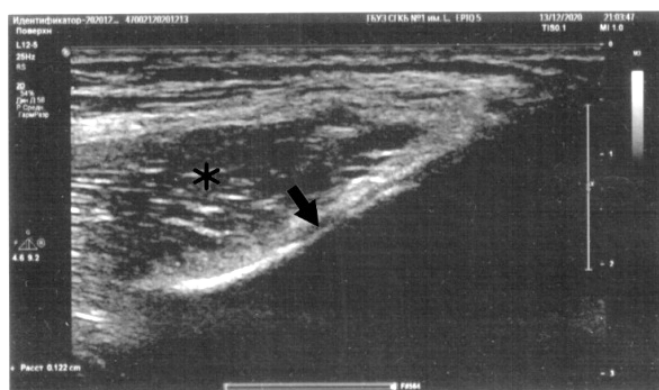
Вид надкостницы при УЗИ лонной кости у пациента 18 лет. На продольной сонограмме надкостница (стрелка) имеет вид гипоехогенной полоски, покрывающей корковый слой лонной кости (звездочка)
